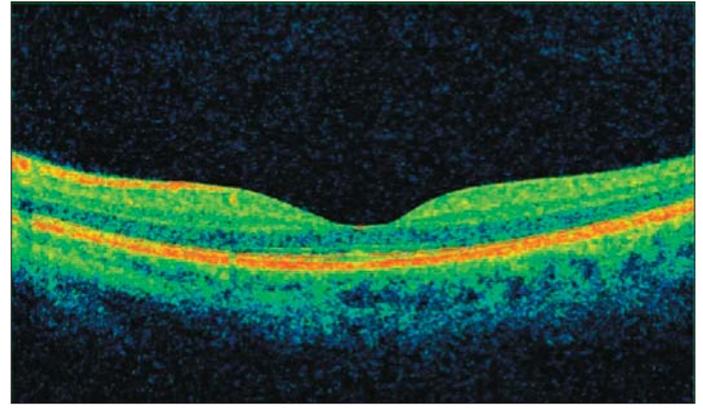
Результаты проведения оптической когерентной томографии макулярной зоны левого глаза. Субфовеолярное нарушение целостности эллипсоидной зоны фоторецепторов, локальная утрата наружных сегментов фоторецепторов
